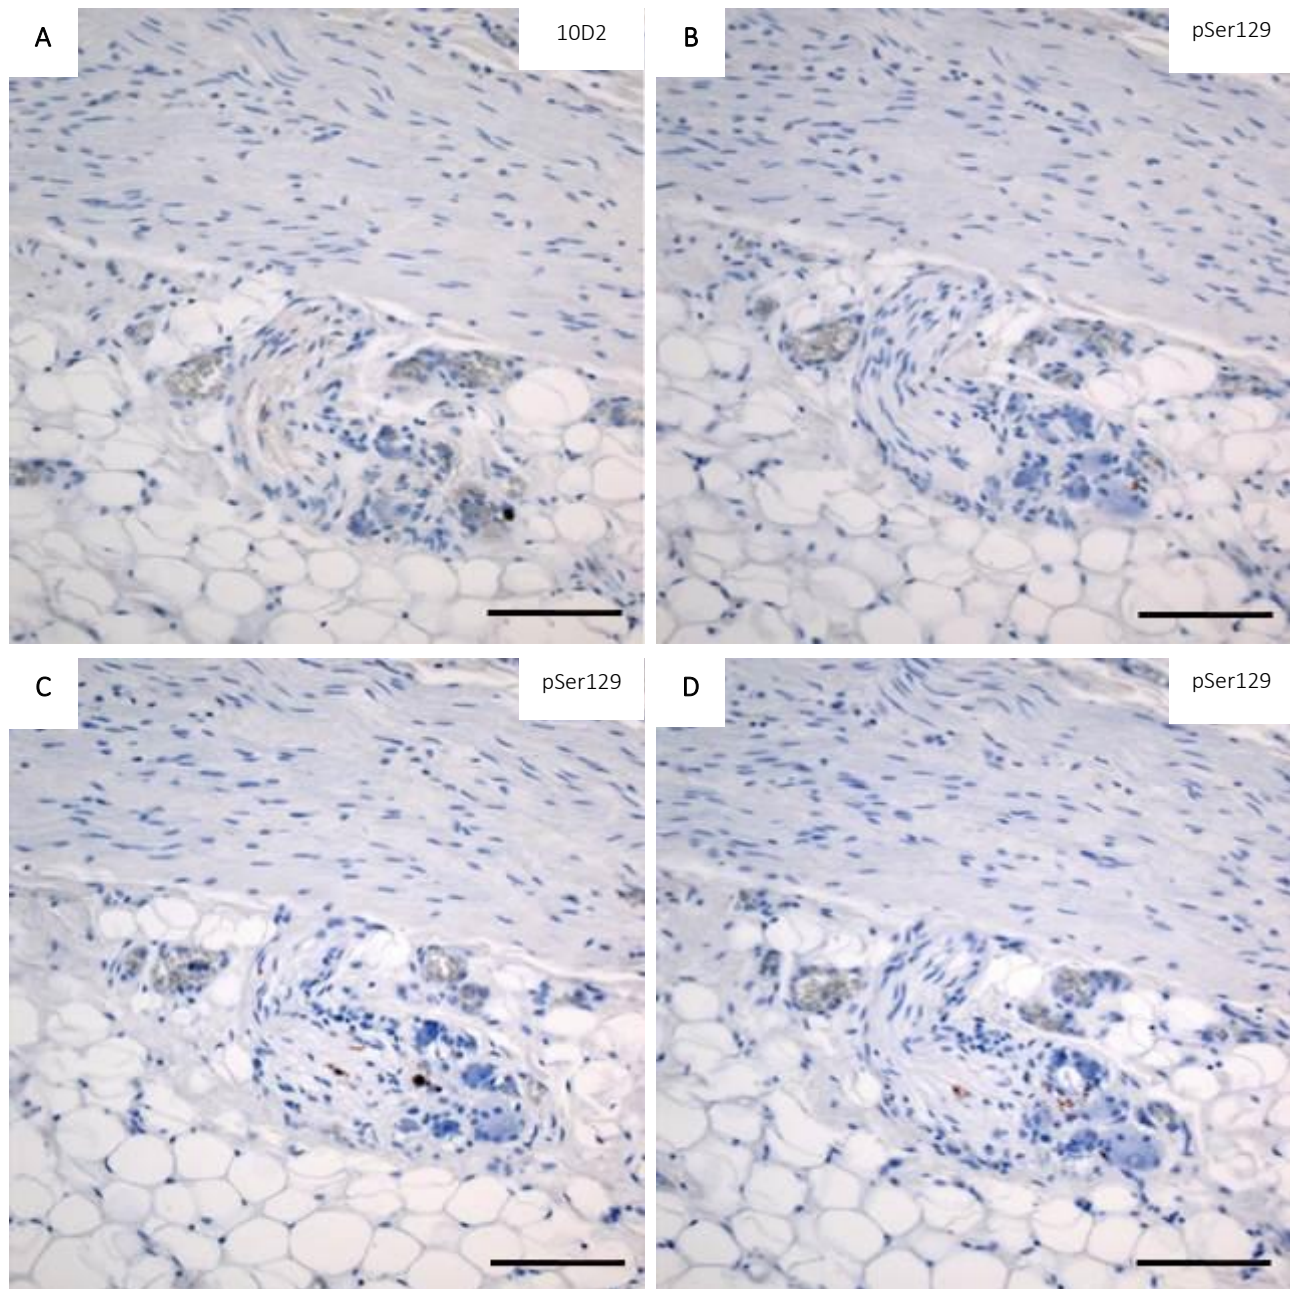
Ein Ganglion am Rand der Muskularis zeigt vergleichbare Färbemuster in einer Schnittserie vier immunhistochemischer Protokolle. DLB2 in 400-facher Vergrößerung (Balken je 50 µm). Protokolle A, C und D wurden in die Endauswertung einbezogen, b ist zur Veranschaulichung der Gleichwertigkeit des polyklonalen Antikörpers in der IHC dargestellt. Das Ganglion befindet sich in der Mitte des Bildes, erkennbar an den runden Ganglienzellen und der in einen Nervenstrang in Richtung Muskularis auslaufenden Morphologie. A 10D2 1:1.000, PK-Vorbehandlung. B pSer129 (polyklonal) 1:10.000, PK-Vorbehandlung C pSer129 (monoklonal) 1:10.000, ohne Vorbehandlung. D pSer129 (monoklonal) 1:10.000, PK-Vorbehandlung. Im PET Blot fand sich an gleicher Stelle keinerlei Immunreaktivität.
